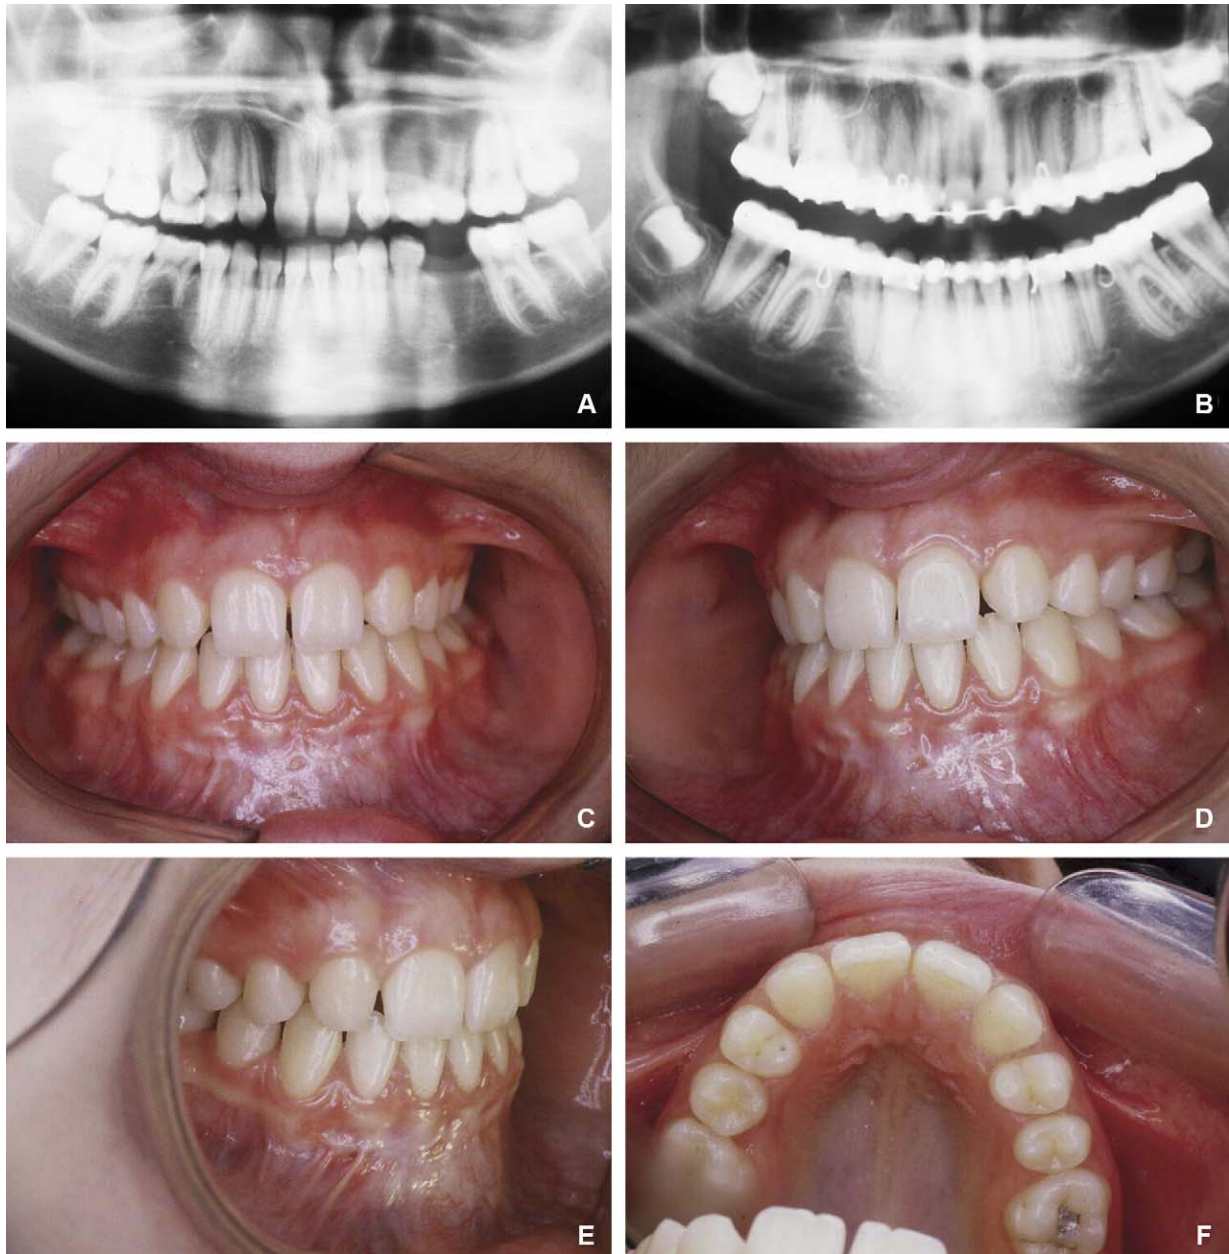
(A à F) Transplant de 35 en situation de prémolaire maxillaire gauche dans le cas d'une agénésie de 12, 22, 25 et 45, permettant de rééquilibrer les arcades dentaires. Radiographies postopératoires et en fin de traitement d'orthopédie dentofaciale. Photographies des arcades dentaires, traitement terminé.
